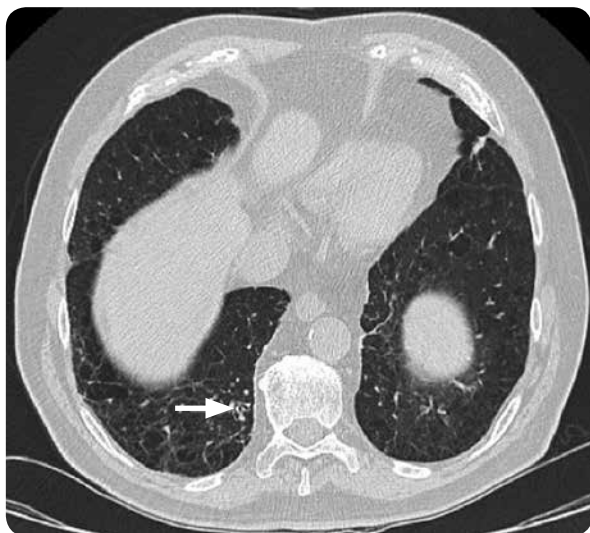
Tomografía de tórax, ventana de pulmón: algunas áreas de disminución de la atenuación del parénquima pulmonar que comprometen la región centrilobulillar asociada a algunas discretas bronquioloectasias en el lóbulo inferior derecho (flecha).
